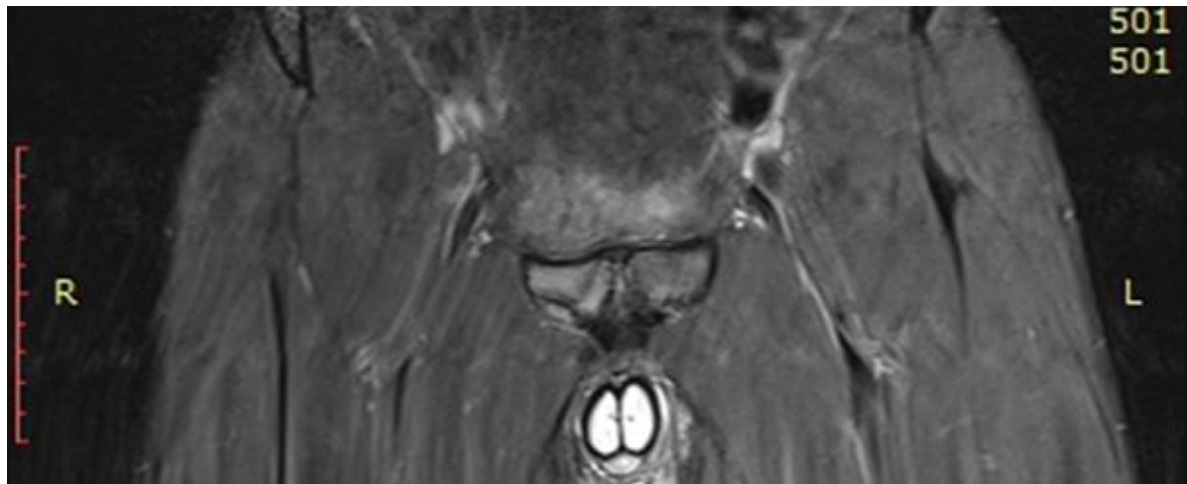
МРТ. Корональна томограма правої пахової ділянки. Набряк правої лонної кістки та м'язових волокон привідних м'язів правого стегна на рівні його ентезиту
